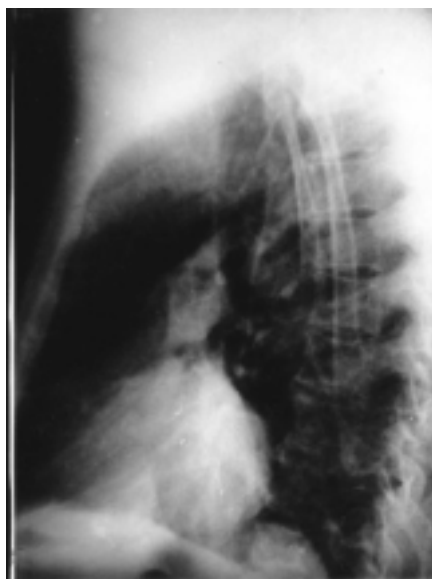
Radiografía de tórax, vista lateral, que presenta la imagen radiopaca hacia el mediastino posterior.
